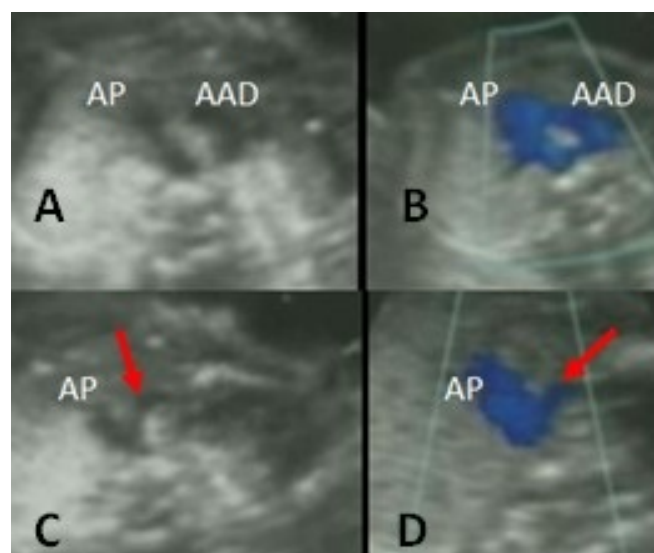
Ecocardiografía fetal. A. Se aprecia arco aórtico derecho. B. Similar imagen, con superposición del Doppler color a la imagen bidimensional. C. Vaso fino a la izquierda (flecha), que fue interpretado como un arco aórtico izquierdo y que correspondía al tronco braquiocefálico izquierdo. D. El Doppler color identifica en azul (se aleja del transductor) el vaso anteriormente mencionado.
